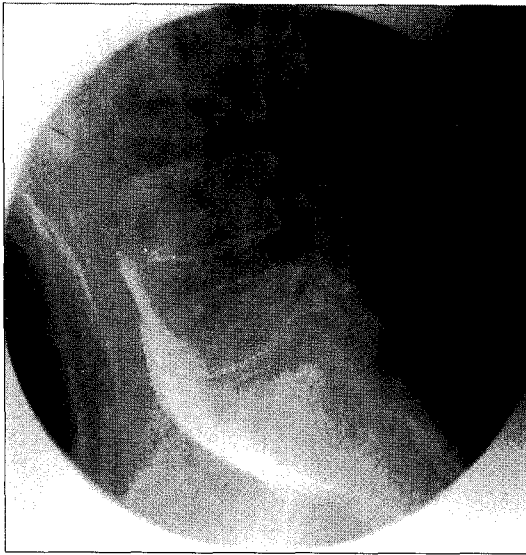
Lateral view of fluoroscopic X-ray. Radio-opaque dye spread from lower margin of L4 vertebral body to S1 in retroperitoneal space.
